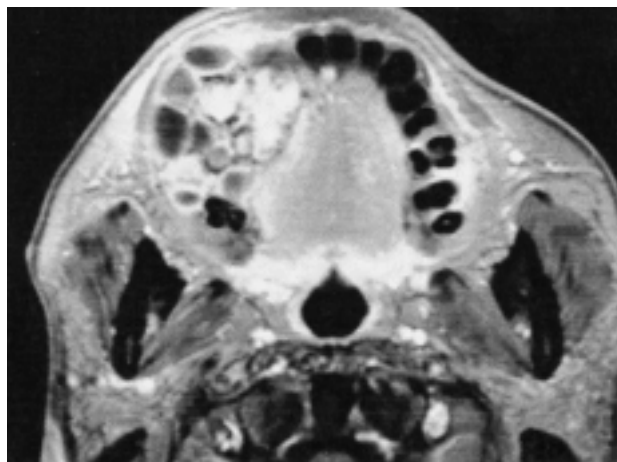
PNS and nose magnetic resonance imaging: A well-defined multicystic mass is noted in the right maxillary alveolar ridge.
